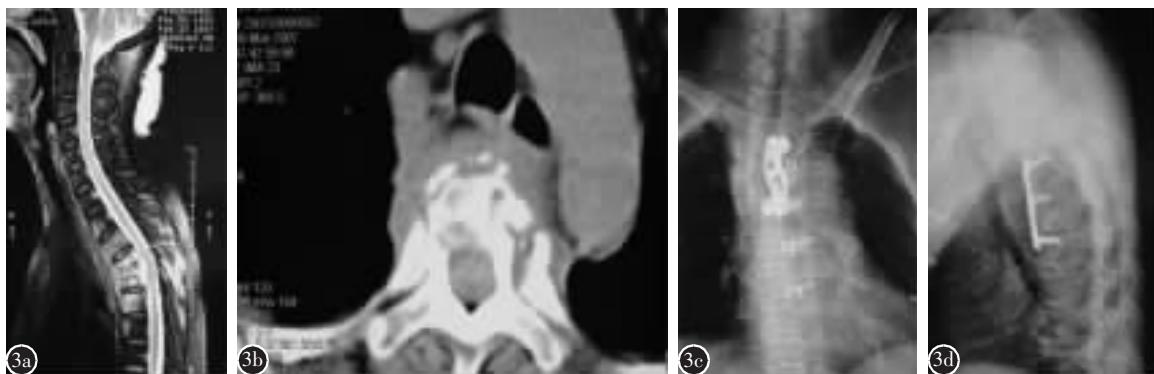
A 组患者,女性,69岁 a 术前 MRI 检查显示 T3~T4 异常信号,椎体塌陷,椎间盘破坏,椎旁、椎管内脓肿,脊髓受压 b 术前 CT 显示椎体破坏,死骨形成,椎旁、椎管内脓肿 c,d 术后正侧位 X 线片示内固定物位置良好,椎体高度恢复 e,f 术后 1 年正侧位 X 线片示内固定物位置良好,植骨骨性融合,椎体高度无明显丢失
